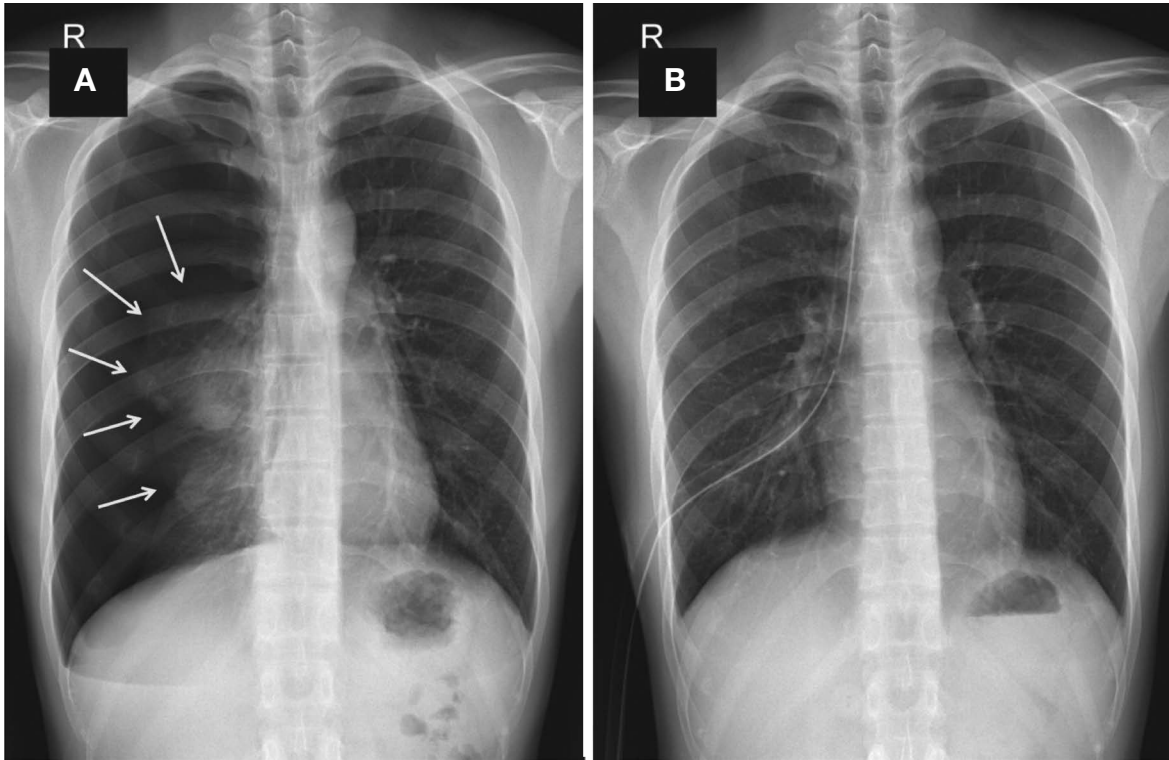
(A) A chest X-ray reveals total collapse of the right lung (white arrows). (B) A chest X-ray after the closed thoracostomy shows fully expanded lung.
